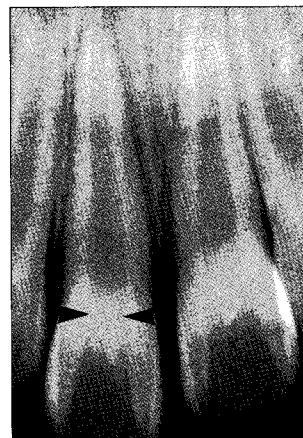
Periapical radiograph at 1st visit.
